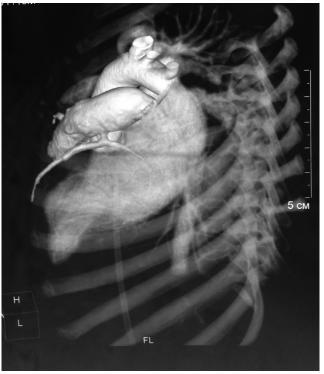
Мультиспиральная компьютерная томография сердца (от легочной артерии отходит левая коронарная артерия, коротким стволом который делится на переднюю межжелудочковую ветвь и огибающую ветвь левой коронарной артерии)
